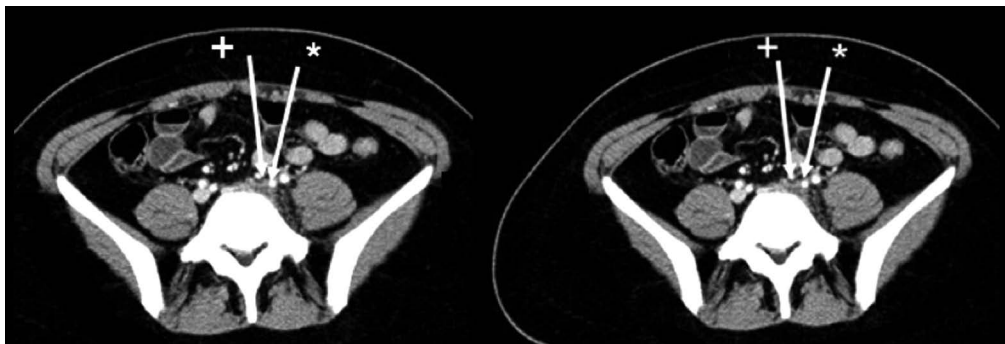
Tomografía axial computarizada abdominal: trombosis venosa del eje iliaco izquierdo con estenosis de la vena íliaca primitiva izquierda por compresión de la arteria íliaca primitiva derecha. +: arteria iliaca. *: vena iliaca trombosada.
